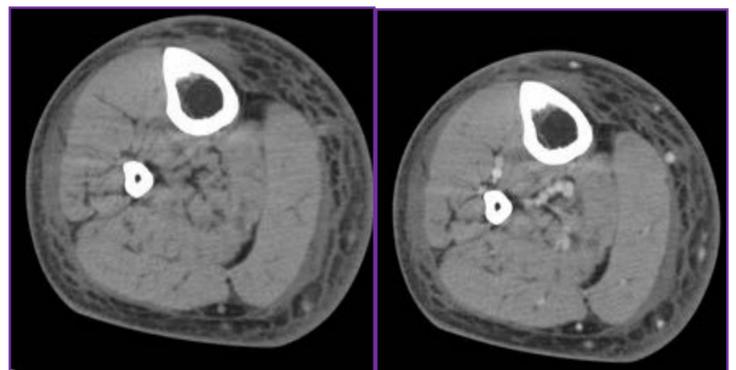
(TC de MID sin contraste) y Fig. 6 (TC de MID con contraste iv en fase venosa). Varón. 34 años. Herida en tobillo derecho. Aumento de temperatura y signos de celulitis en MID. Descartar miositis infecciosa/ síndrome compartimental. Diagnóstico radiológico: Celulitis + Fascitis superficial. No se observa afectación de planos profundos y muestra realce vascular lo que sugiere que no existe síndrome compartimental.
